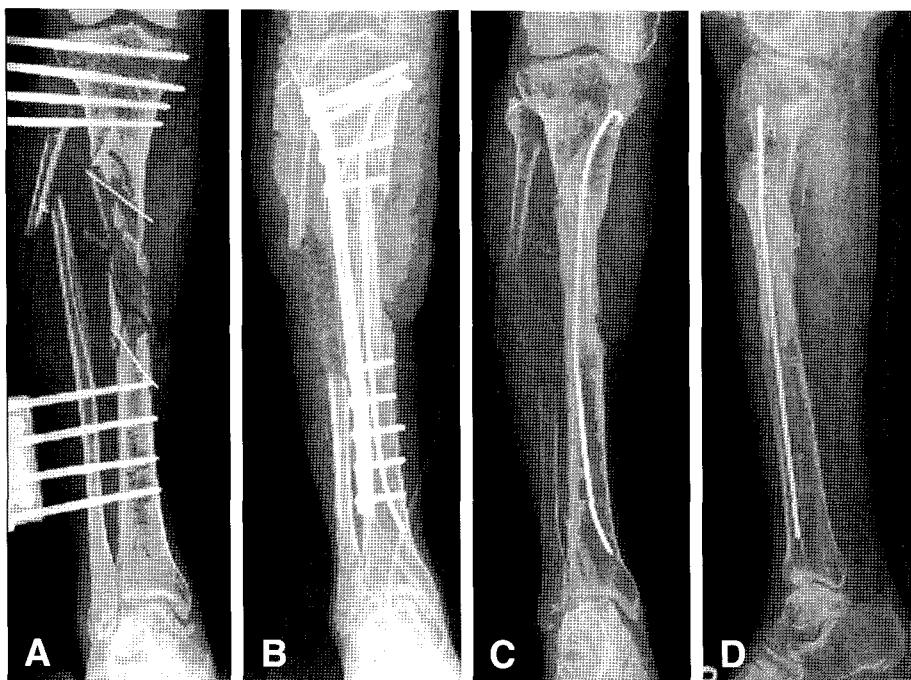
(A) Tibia AP radiograph after converting to mono-fixator for flap coverage (B) Tibia AP radiograph taken postoperatively after ipsilateral fibular transposition (C) Tibia AP radiograph (D) Tibia lateral radiograph shows bony union and hypertrophy of transposed fibular graft 4 years later postoperatively.
